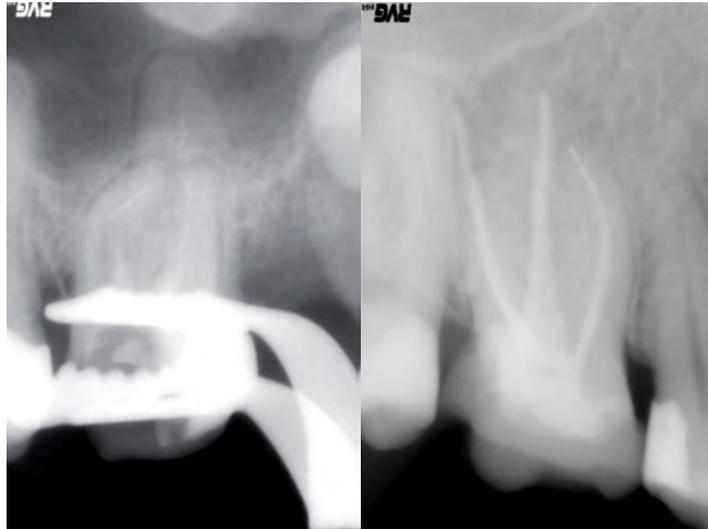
Radiografías que muestran fragmentos de limas endodónticas.
